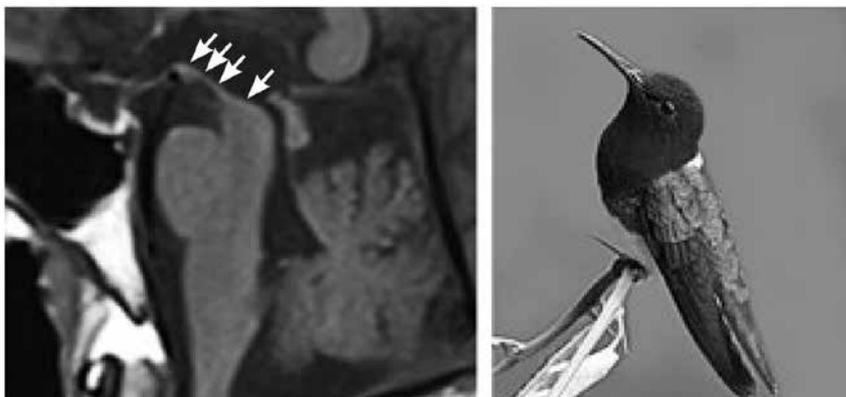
МРТ головного мозга пациента Н. в сагиттальной проекции в T1-режиме: «симптом колибри»
